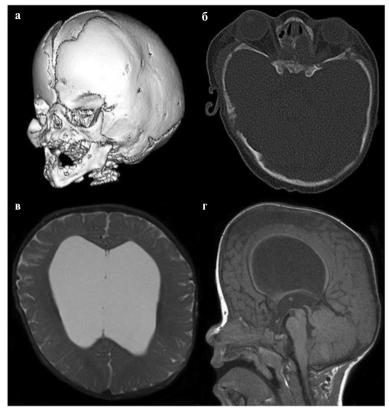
Компьютерные томограммы (КТ) ребенка с синдромом Апера [5].
